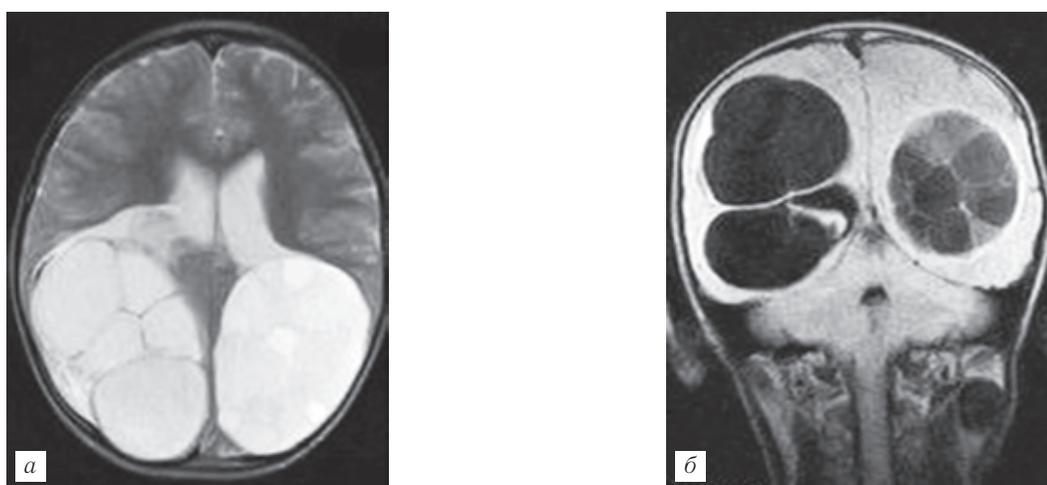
Мальчик 8 лет. Многокамерные эхинококковые кисты в теменно-затылочных долях головного мозга билатерально и мягких тканях шеи слева. МРТ: T2-ВИ (*а*) и FLAIR (*б*).
